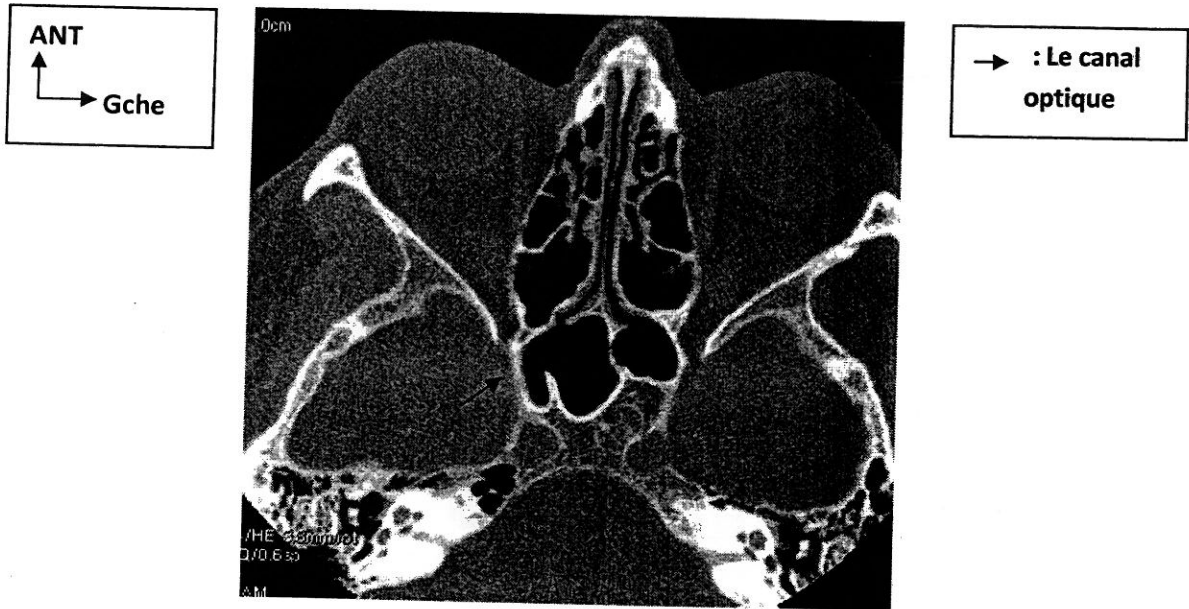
[12] : TDM crânio orbitaire en coupe horizontale montrant le canal optique.
